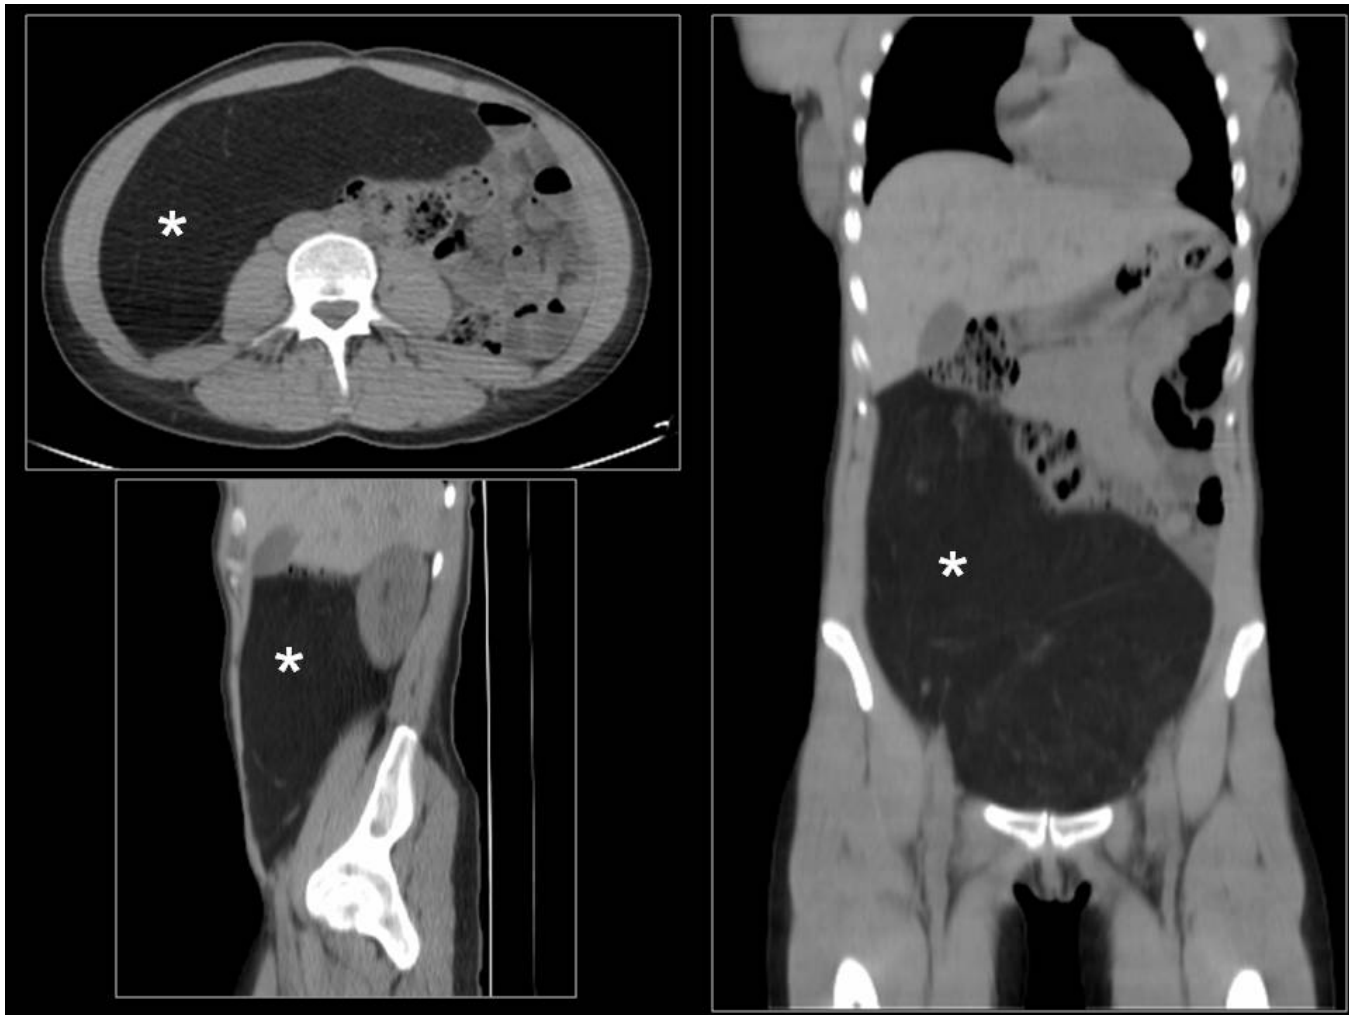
LIPOMA MESENTERICO GIGANTE. TC sin contraste en los tres planos que muestra masa gigante que abarca prácticamente la totalidad de la cavidad peritoneal compatible con lipoma mesentérico gigante.
